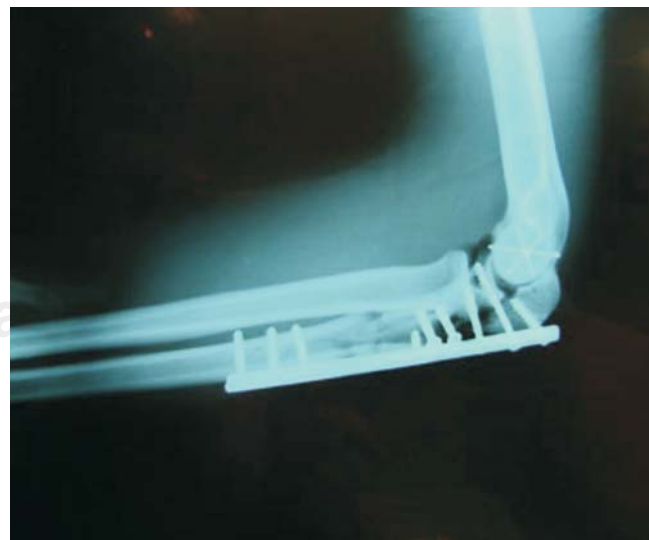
Radiografía de control de la osteosíntesis.
